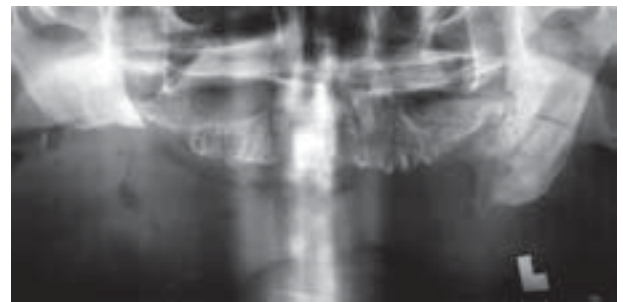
Pantomographic X-ray of patient H.St., case records No 816/95 and 767/97. A. Two years after ORN diagnosis — progressive osteolysis of the left mandibular body. B. Three years after ORN diagnosis — pathologic fracture at the left mandibular angle
